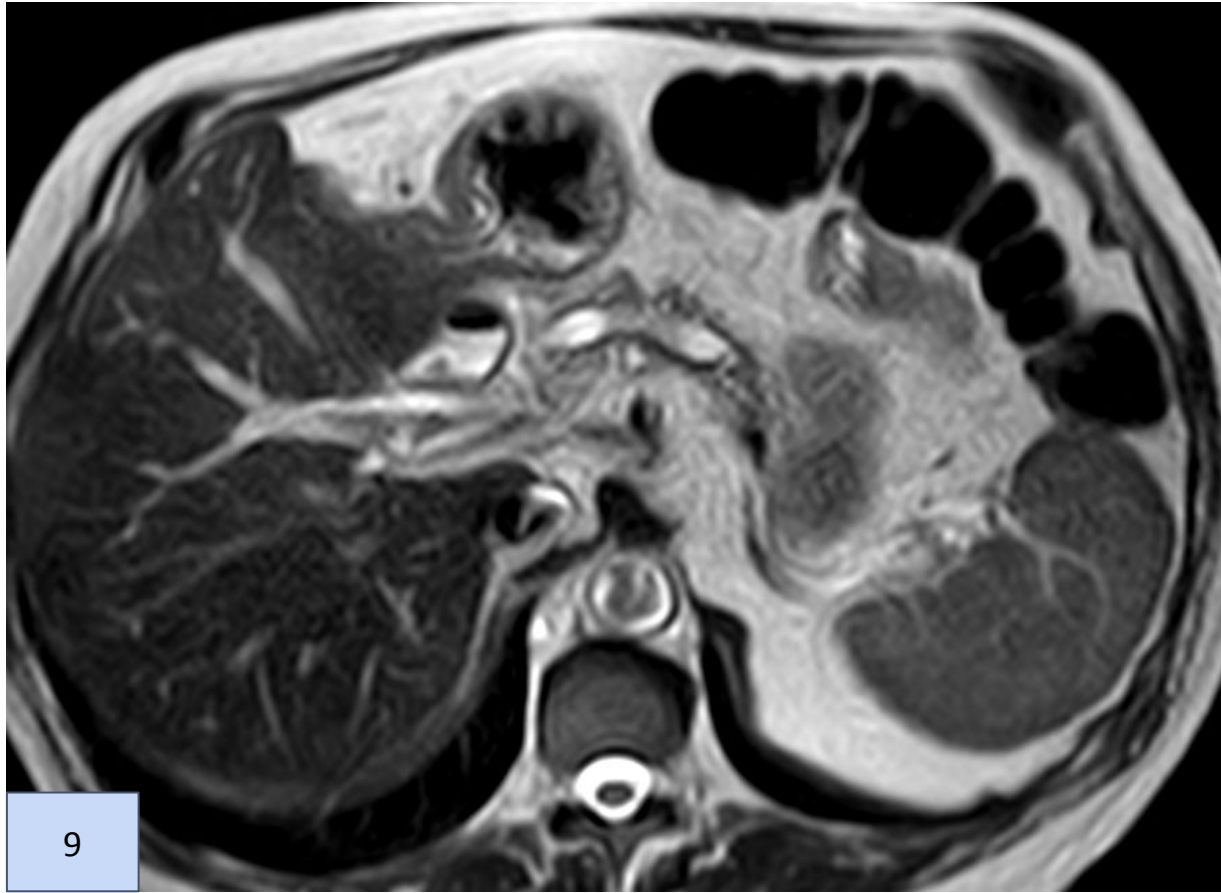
resonancia en corte axial secuencia T2 y Figura 10.Colangio- RM muestra dilatación del conducto de Wirsung asociado a dilataciones quísticas de conductos de segundo orden. NMPI tipo mixto.
